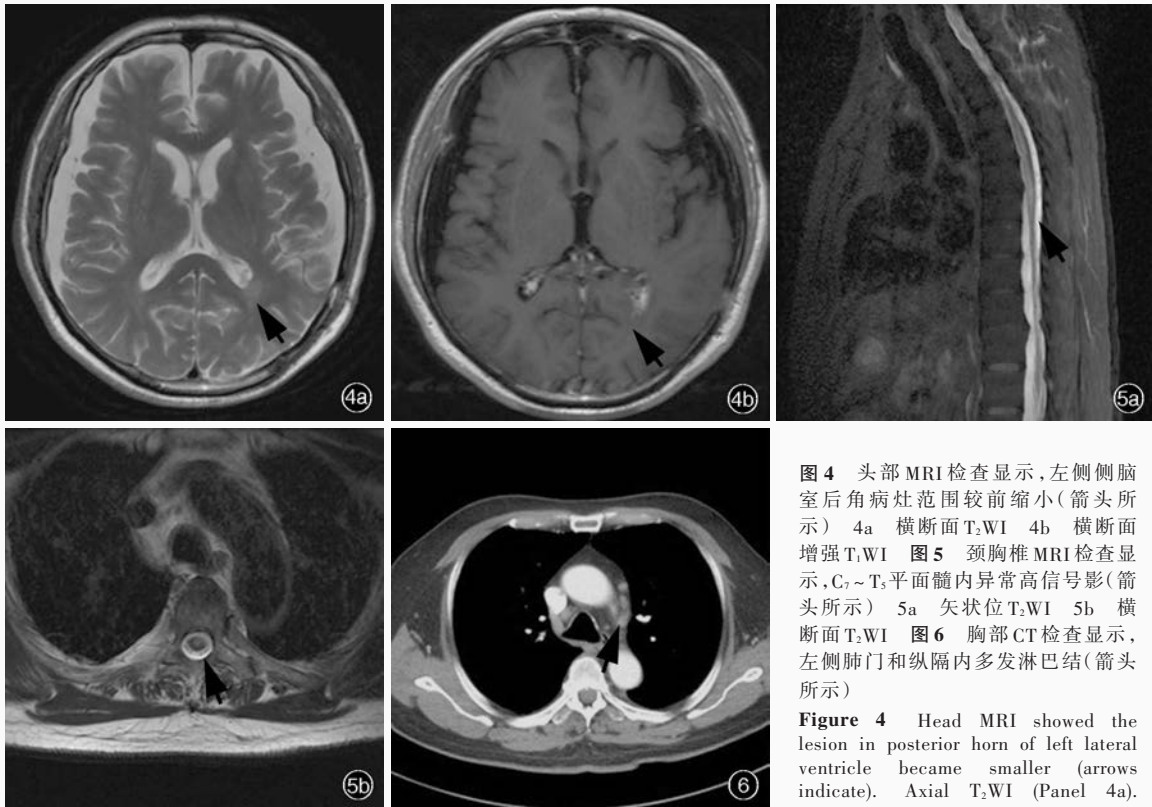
头部 MRI 检查显示,左侧侧脑室后角病灶范围较前缩小(箭头所示) 4a 横断面 T₂WI 4b 横断面增强 T₁WI 图 5 颈胸椎 MRI 检查显示, C₇~T₃ 平面髓内异常高信号影(箭头所示) 5a 矢状位 T₂WI 5b 横断面 T₂WI 图 6 胸部 CT 检查显示,左侧肺门和纵隔内多发淋巴结(箭头所示)
